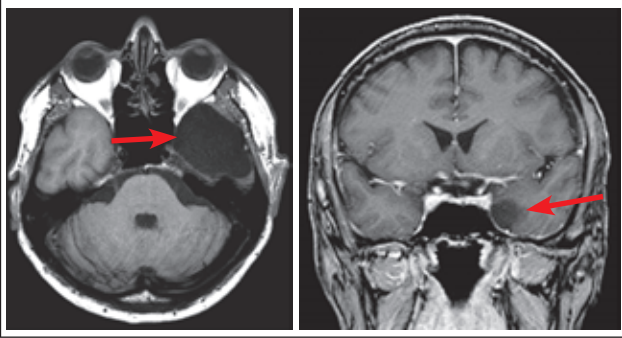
МРТ головного мозку хворого Д. з підсиленням до операції. Гіпоінтенсивне вогнище в медіобазальній ділянці лівої скроневої частки
